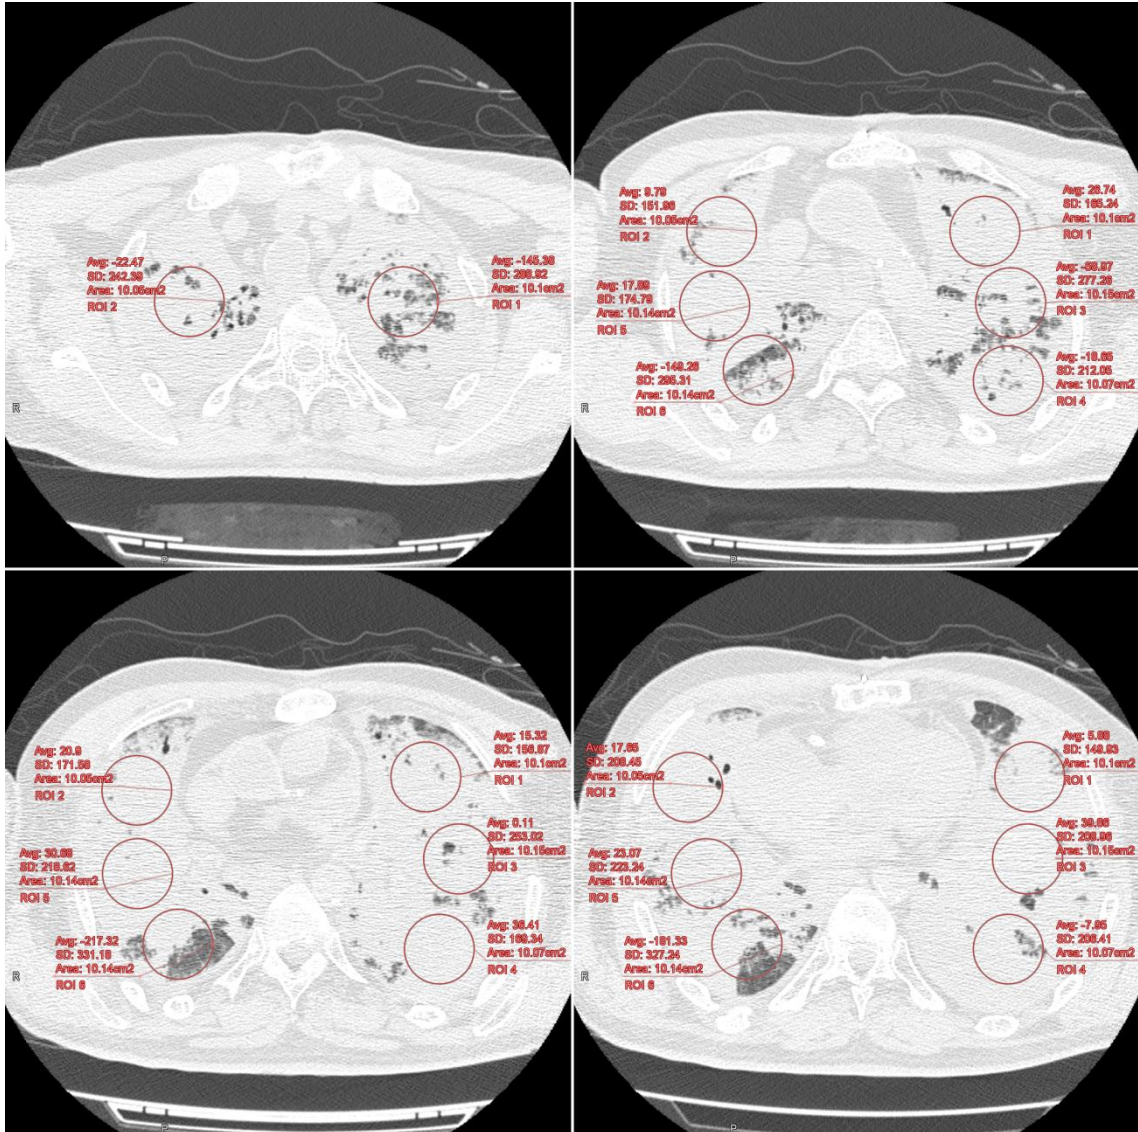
3D 医用画像処理ワークステーションによる、4つの水平断像からの CT 値計測法 (図2 と同一症例)
